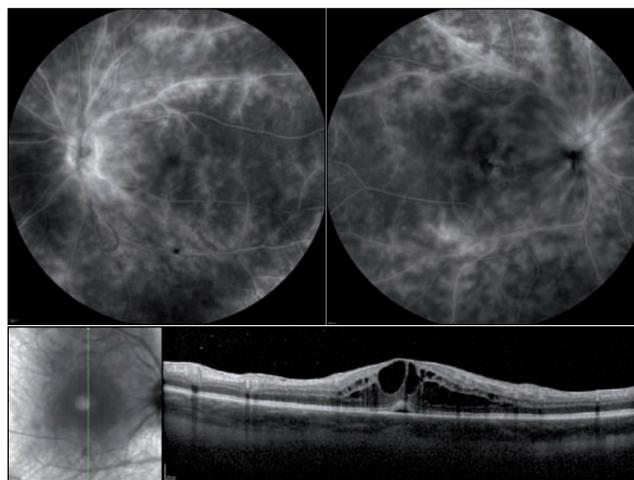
Angiographie rétinienne à la fluorescéine et tomographie rétinienne en cohérence optique : vasculite bilatérale diffuse compliquée d'un œdème maculaire cystoïde.
